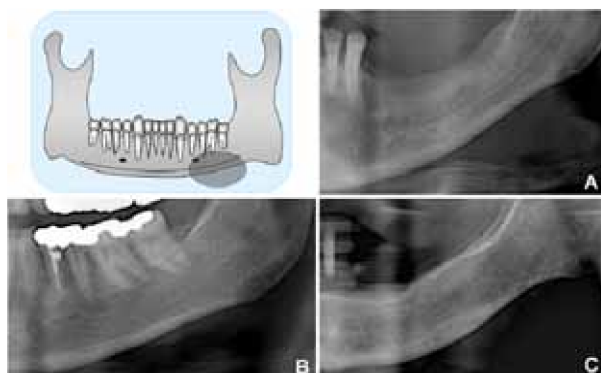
Visão parcial da radiografia panorâmica para avaliação do índice ICM. A) Cortical tipo C1, lisa e nítida. B) Cortical tipo C2, com duas camadas de resíduos de cortical endosteal na região abaixo do forame mental. C) Cortical tipo C3, mostrando as porosidades e a espessura reduzida.
